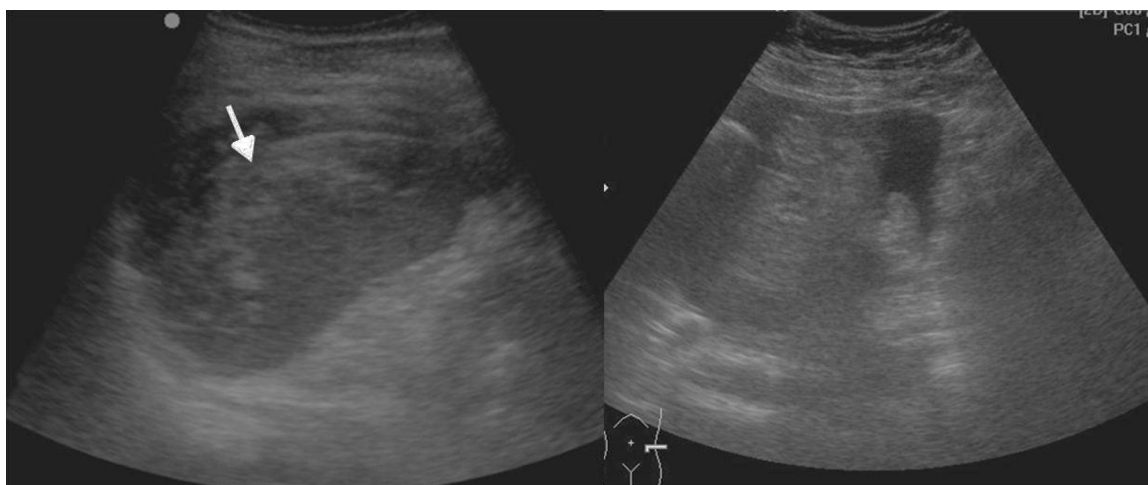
Paciente politraumatizado por accidente en la vía pública muestra en una ecografía FAST un hematoma periesplénico con áreas de mayor ecogenicidad en el bazo (flecha) y líquido libre en Douglas, relacionable con trauma esplénico.
